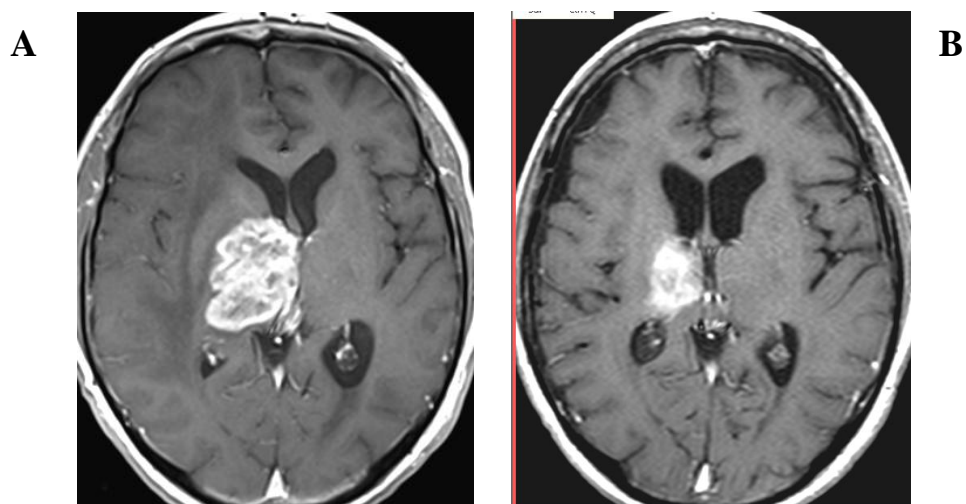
_ Imagem ilustrativa de glioma com lesão na região profunda. Ressonância Nuclear Magnética de paciente com glioblastoma recidivo. Axial T1 com contraste evidencia lesão ovalada com realce heterogêneo pelo gadolínio, comprometendo notadamente o tálamo direito e comprimindo o terceiro ventrículo (A). Observa-se redução das dimensões da lesão e desaparecimento do efeito compressivo sobre o terceiro ventrículo (B) após 6 meses de tratamento com AP administrado pela via inalatória.
